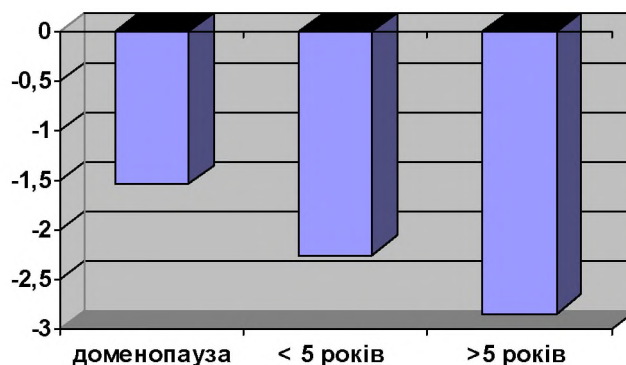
Т-показник у жінок стосовно тривалості менопаузи.
